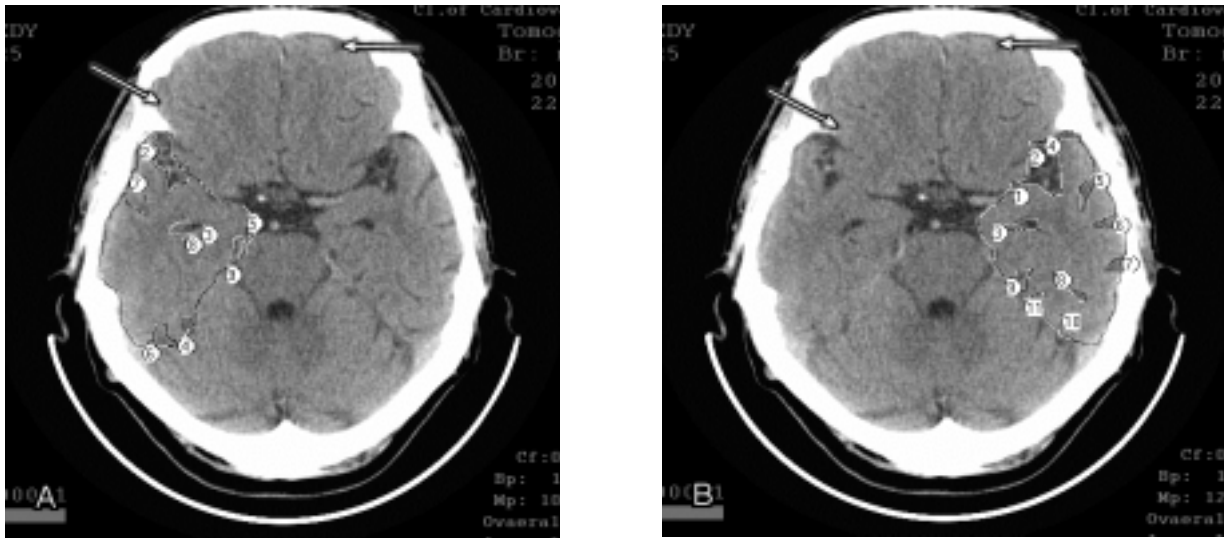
Томограммы больного Т. 58 лет. Анамнез заболевания — 6 лет.
